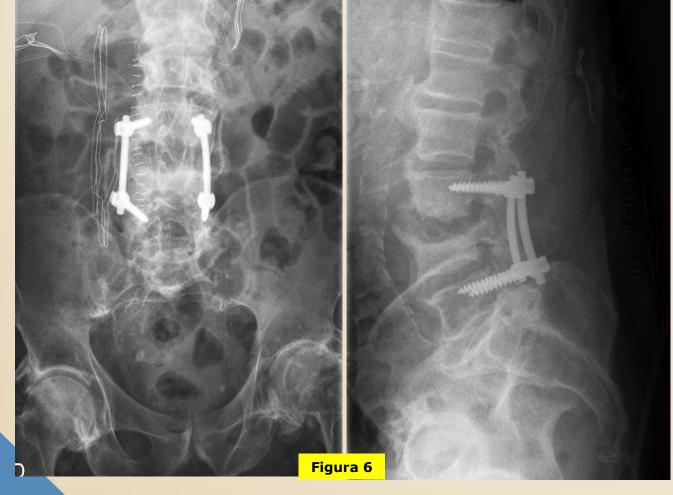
Radiografia postoperatoria AP y L de columna lumbar. Artrodesis
